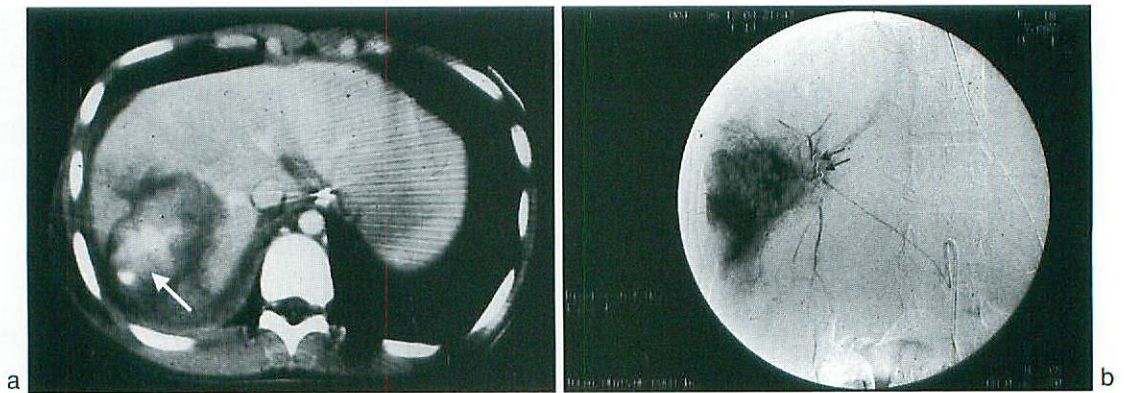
a : A CT image shows a grade IIIa hepatic right lobe damage with extravasation (arrow).
